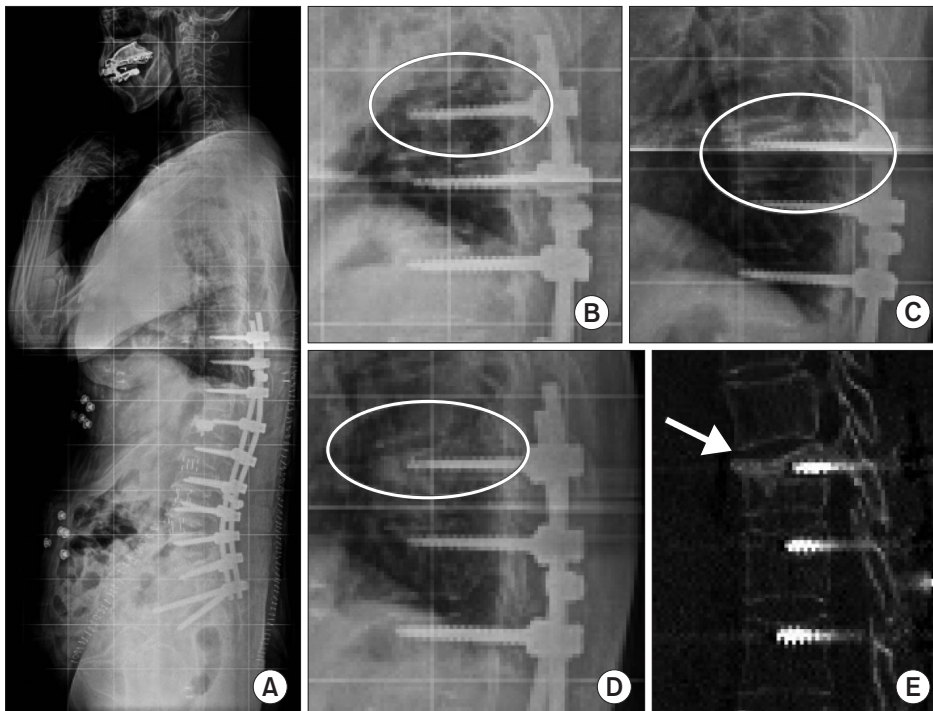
(A) Postoperative simple radiography of a 72-year-old female after 2 weeks of L1-S1 anterior interbody fusion and T10-S1 posterior fixation. (B) Postoperative simple radiography after 4 weeks with a T10 fracture (Circle indicated recent T10 vertebral fracture with vertebral height loss.). (C) Postoperative simple radiography after 2 months with conservative treatment (teriparatide and brace apply) (Circle indicated no change of healed T10 vertebral fracture.). (D, E) Postoperative simple radiography (Circle indicated no change of healed T10 vertebral fracture.) and computed tomography after 2 months with a healed fracture (Arrow indicated healed T10 vertebral fracture.).
